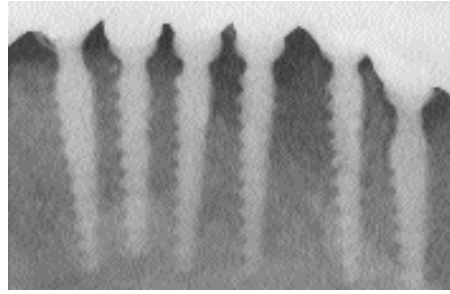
Röntgenkontrolle drei Wochen postoperativ.
